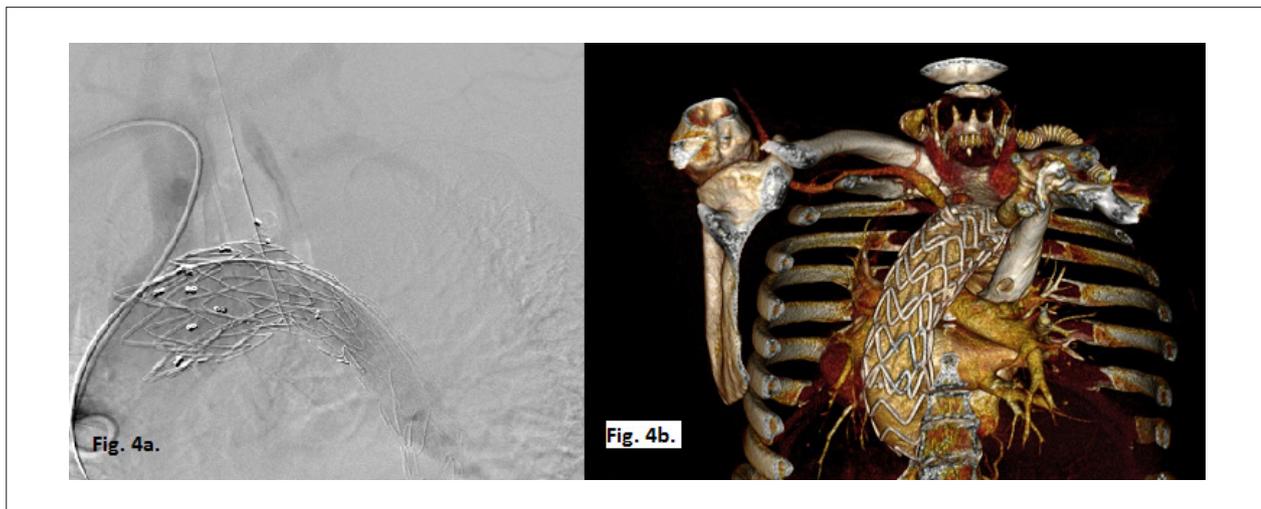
Angiograma perioperatório do paciente com enxerto patente da artéria subclávia direita para a esquerda da artéria carótida comum. Observe que o lúmen falso na aorta torácica não recebeu preenchimento com contraste (a). TC pós-operatória do paciente (b).
